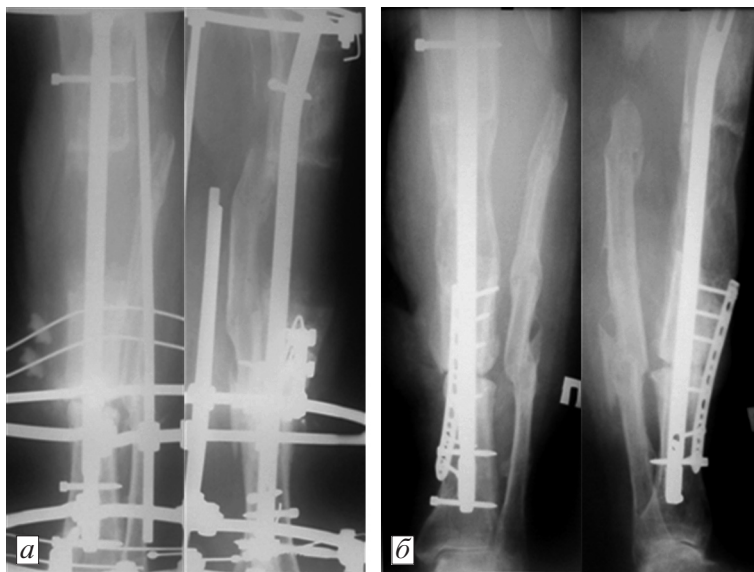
Рентгенограммы правой голени пациента при выполнении III этапа лечения.
